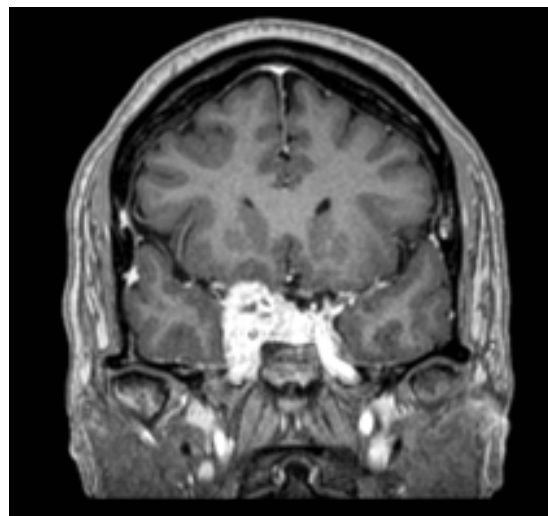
Meningioma cavernoso localizado en el seno cavernoso derecho (flecha). Imagen de resonancia magnética, corte coronal, secuencia T1 con medio de contraste de gadolinio.
